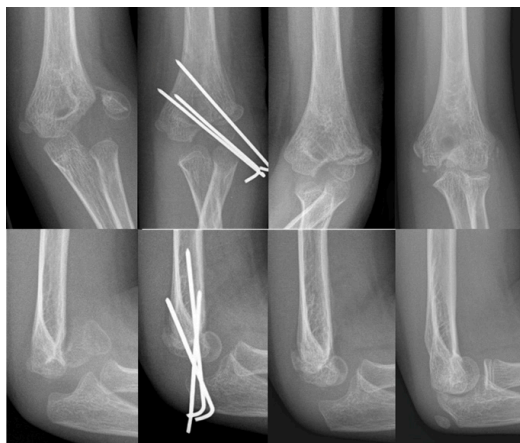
Radiografías de codo de una niña que se presentó 6 semanas después de haber sufrido una caída sobre su codo izquierdo. Aún cuando la reducci3n de la superficie articular no es completamente anatómica, se obtuvo una realineaci3n parcial de la superficie articular que le permitió a la paciente recuperar el arco de movimiento y evitar una deformidad en valgo del codo. (Orthopedic Institute for Children Image Bank)
